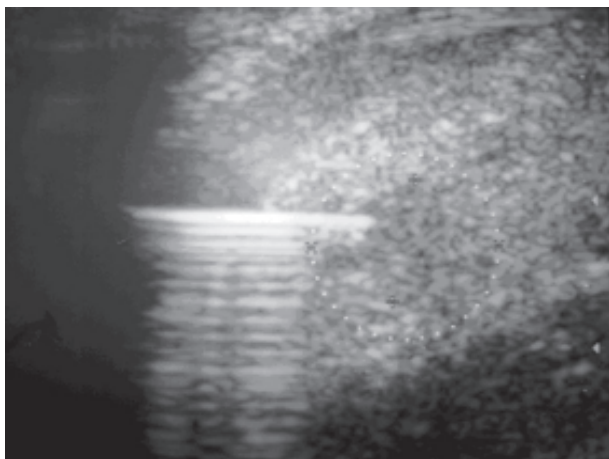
Punción citológica con aguja fina guiada por ecografía
